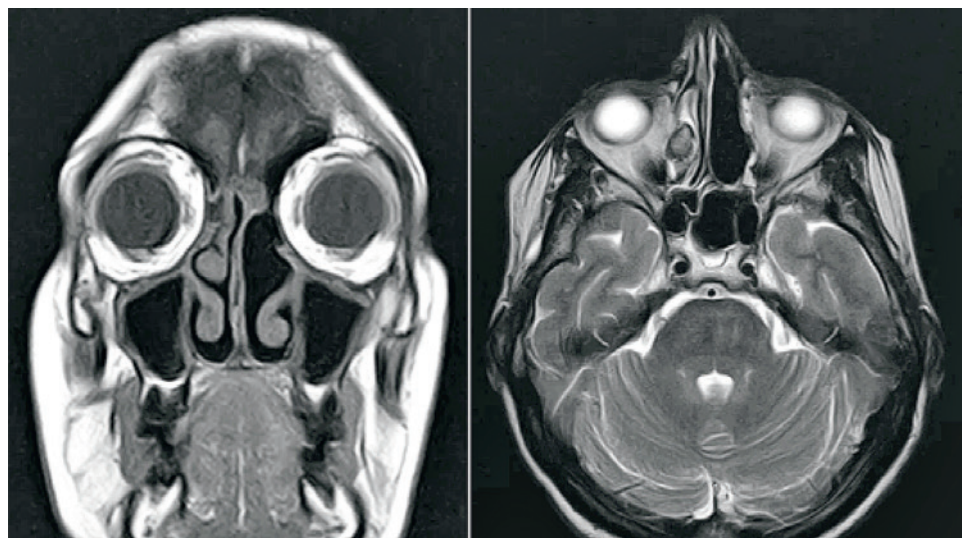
МРТ головы в отдаленном периоде (через 2 года): без признаков рецидива
